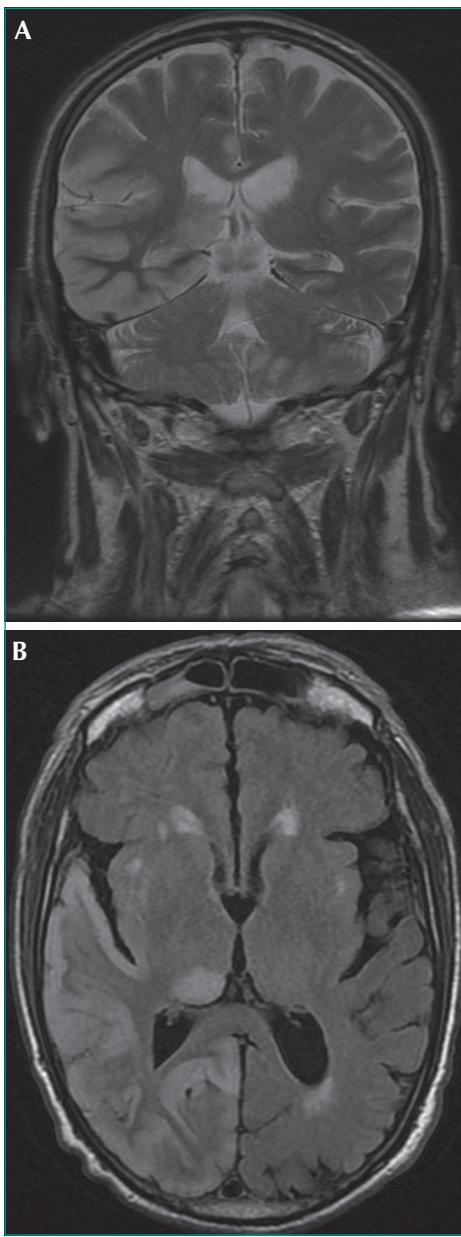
IRM cérébrale en coupe coronale en séquence T2 (A) et coupe axiale en Flair (B) : plage corticale temporo-occipitale droite en hypersignal T2 et Flair.
